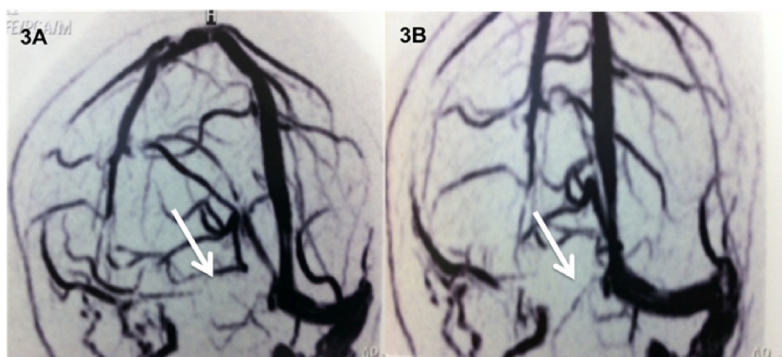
Angioressonância venosa de crânio mostrando falha de enchimento em seios transversos e sigmóide direitos compatível com trombose venosa cerebral desses segmentos.
